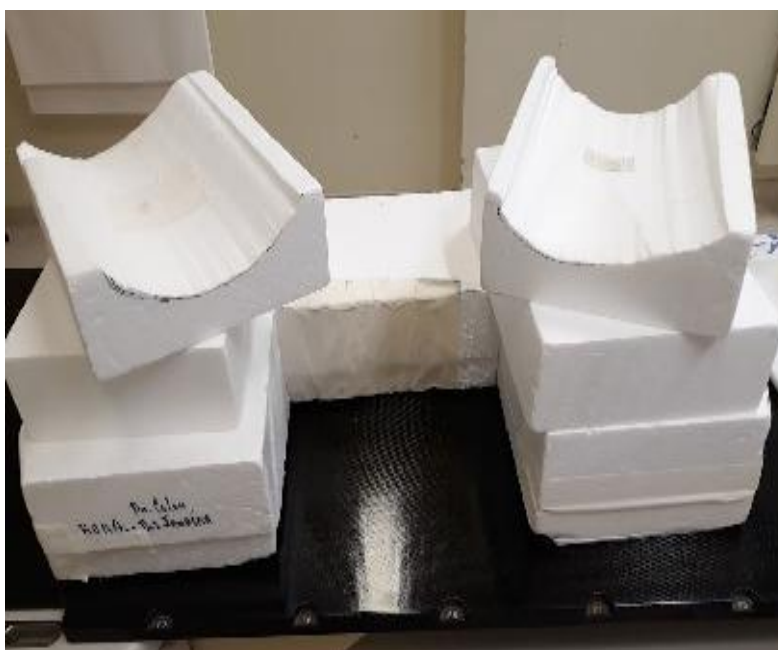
Imagem do serviço de tomografia da radioterapia: suporte de isopor
